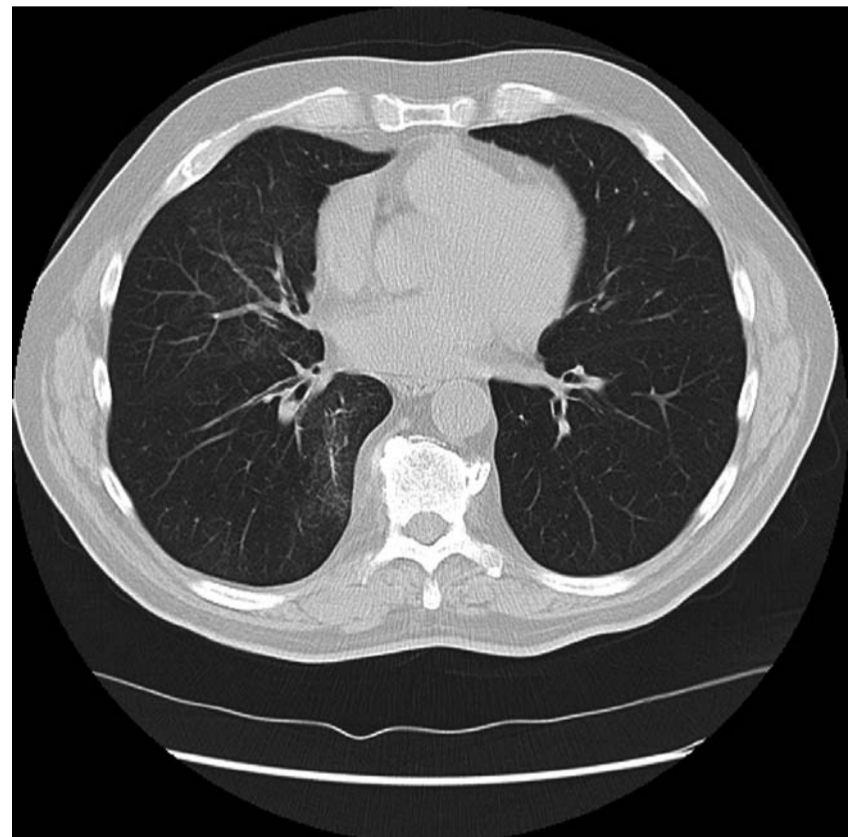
Fallbeispiel 3: Computertomographie Thorax. Deutliche Regredienz der milchglasartigen Trübungen nach 3 Monaten (nach Karenz und Steroidtherapie).
